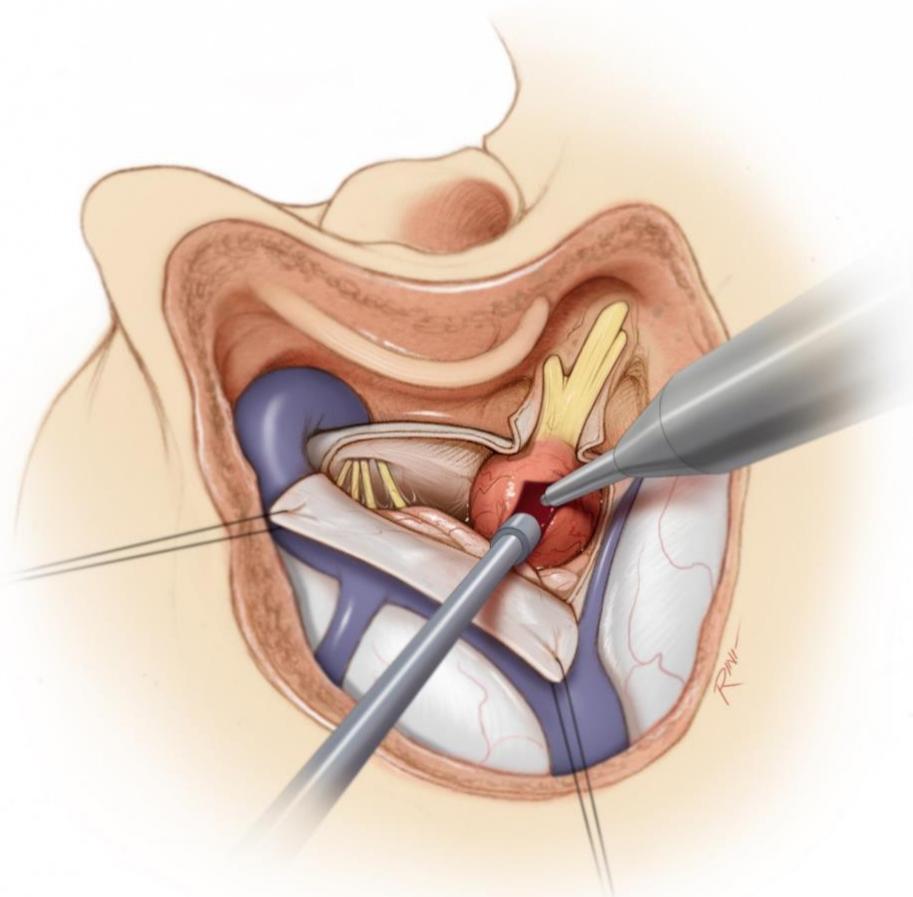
切除大型肿瘤的技术要点在于使用超声吸引器充分进行瘤内减压，由此促进肿瘤包膜安全分离界面的建立，从而避免了过度牵拉肿瘤的需要。对于小型肿瘤，术者很容易就能够找到肿瘤上下极的分离界面，因此无需明显的瘤内减压便可切除肿瘤。
